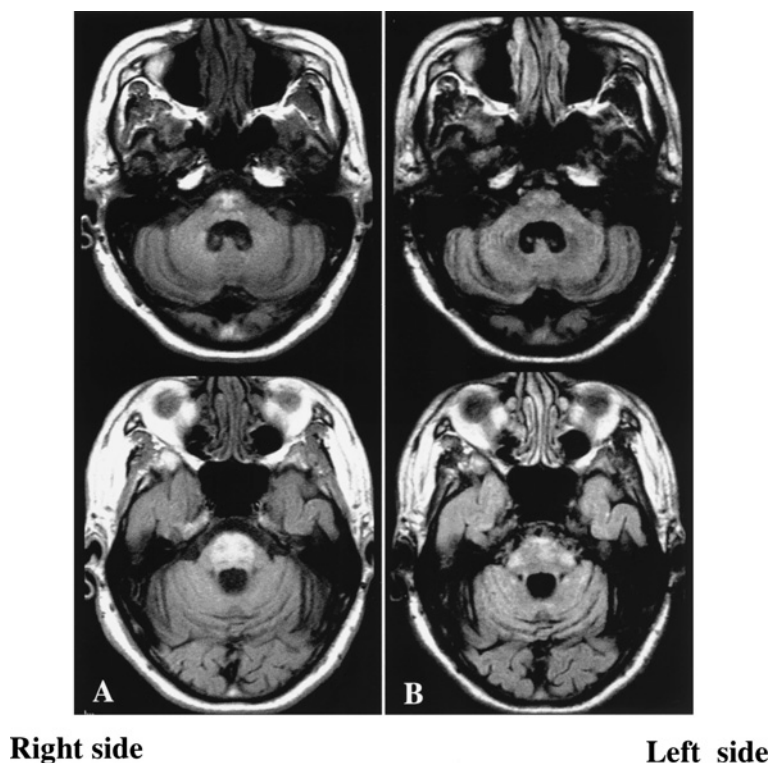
Long-term follow-up of brain MR images after steroid pulse therapy.
